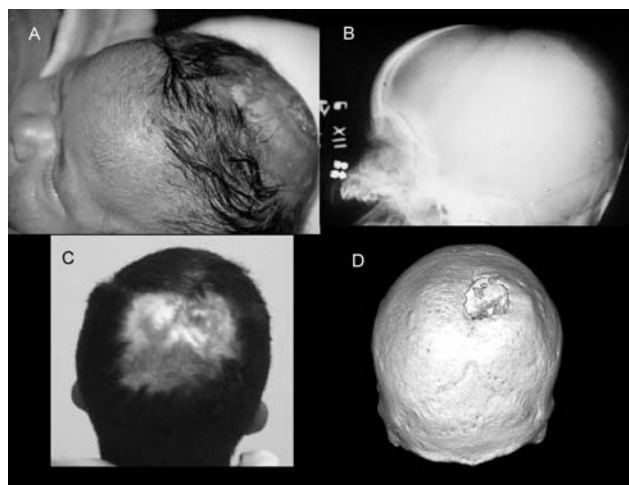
(A) el paciente a las 12 semanas de edad; (B) radiografía a la misma edad que muestra la ausencia de hueso en la región parietal; (C) el paciente a los 18 años, hay alopecia e irregularidades en el cráneo como se muestra en (D) TAC de cráneo con reconstrucción 3D.
